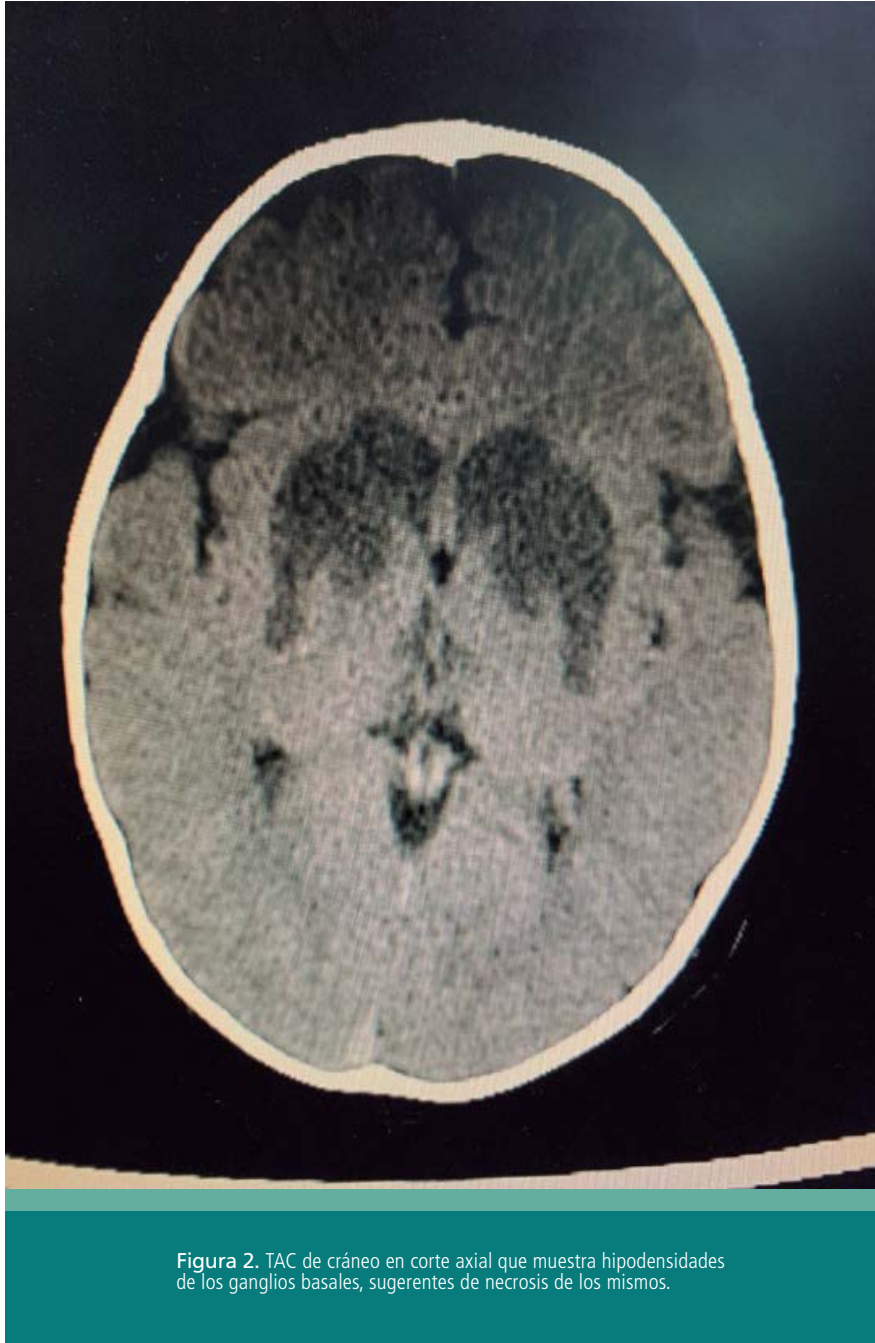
TAC de cráneo en corte axial que muestra hipodensidades de los ganglios basales, sugerentes de necrosis de los mismos.
